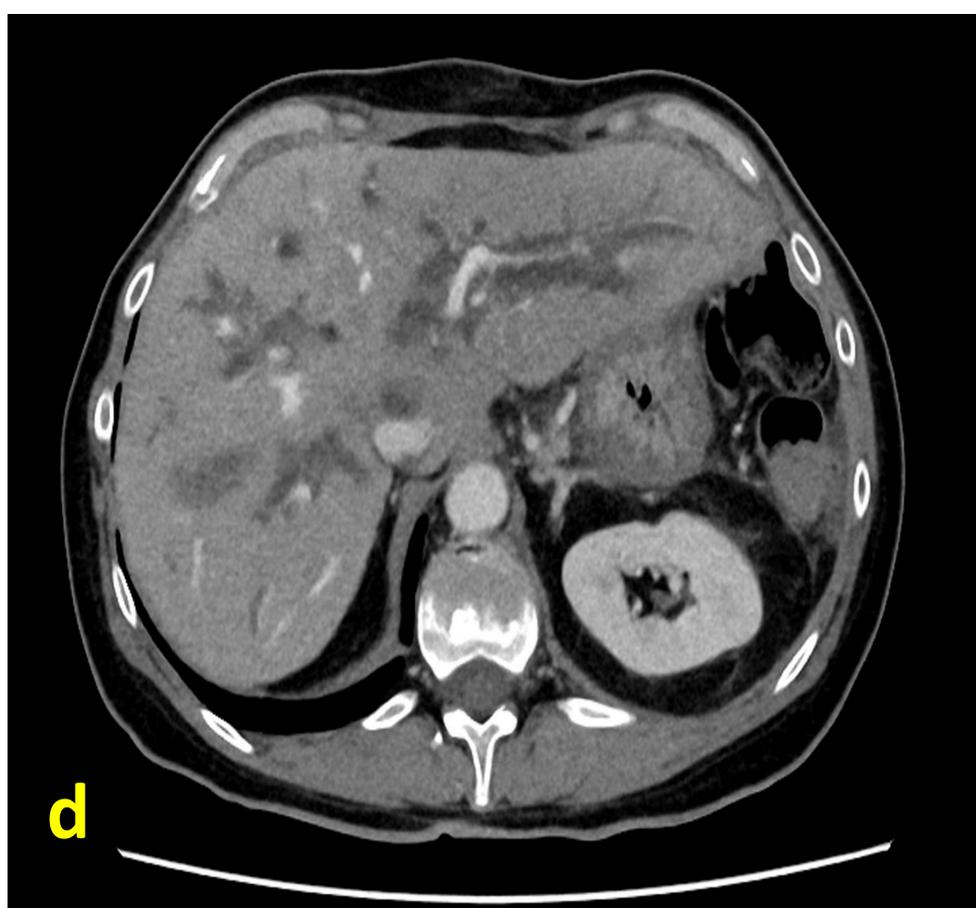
Estenosis biliodigestiva: a) CTH y bilioplastia con resolución parcial de estenosis por hepatoyeyunostomía. b) DBI-E alojado extremo interno en duodeno. c y d) corte axial y reconstrucción sagital de TC que muestran la zona estenosante. (círculos amarillos).
